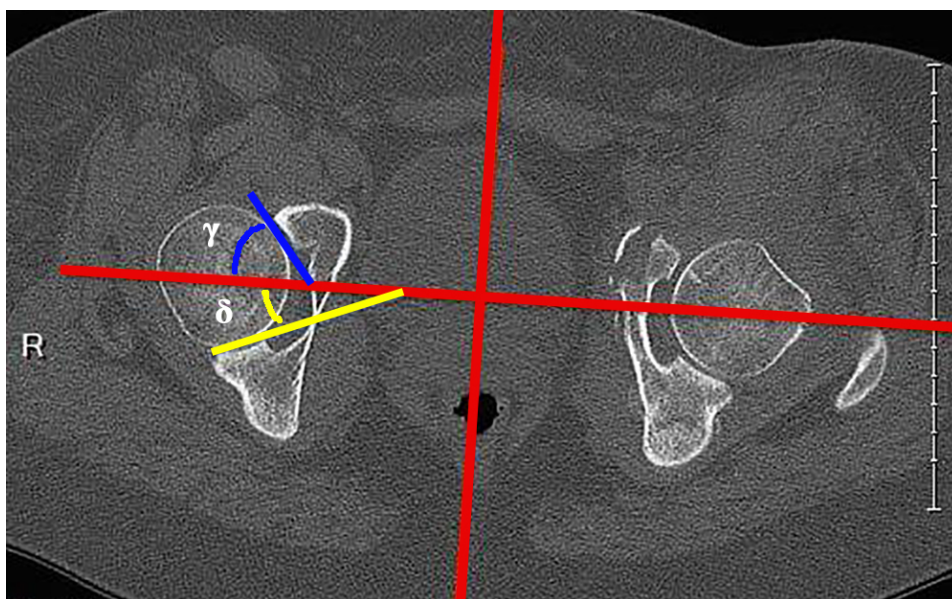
IMAGEM AXIAL DE TOMOGRAFIA COMPUTADORIZADA ILUSTRANDO OS ÂNGULOS GAMA E DELTA. O ÂNGULO ENTRE A SUPERFÍCIE ARTICULAR DO CORNO ANTERIOR (LINHA AZUL) E O PLANO CORONAL (LINHA VERMELHA) REPRESENTA O ÂNGULO GAMA ( $\gamma$ ). O ÂNGULO ENTRE A SUPERFÍCIE ARTICULAR DO CORNO POSTERIOR (LINHA AMARELA) E O PLANO CORONAL (LINHA VERMELHA) REPRESENTA O ÂNGULO DELTA ( $\delta$ ).
